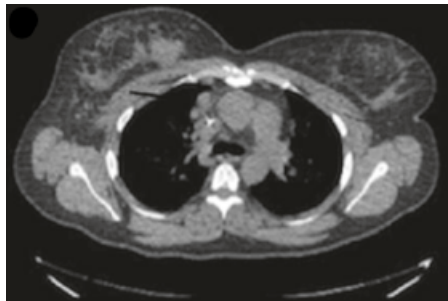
[<sup>18</sup>F]-фтордезоксиглюкоза КТ рака молочной железы (распространение заболевания на мелкие средостенные узлы не обнаруживаются при КТ)
